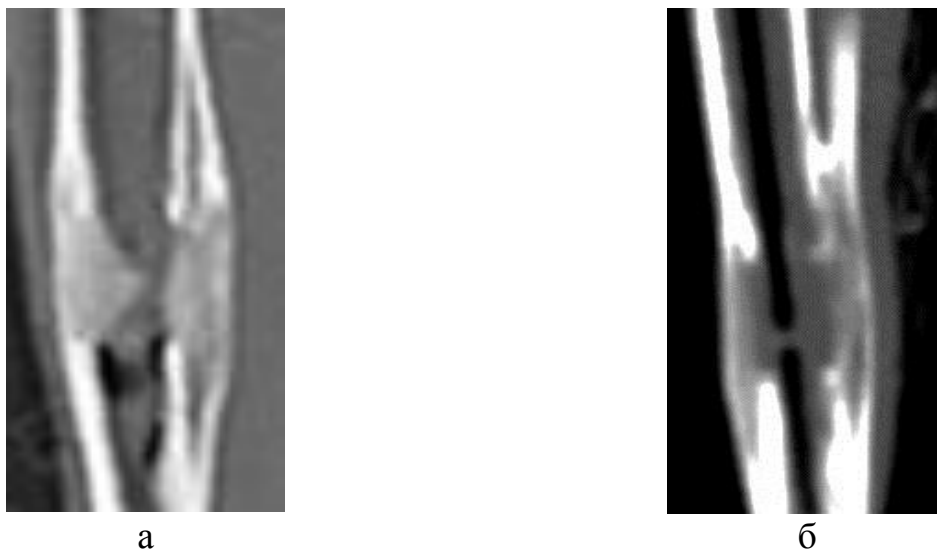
Срезы КТ, 30-е сутки фиксации, мультипланарная реконструкция: а – контроль, б – опыт.
